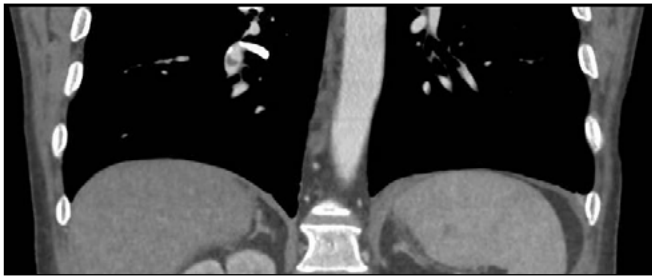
Corte coronal de TC donde se visualiza defecto de repleción en rama segmentaria de arteria pulmonar inferior derecha, por material de embolización (cianocrilato).
